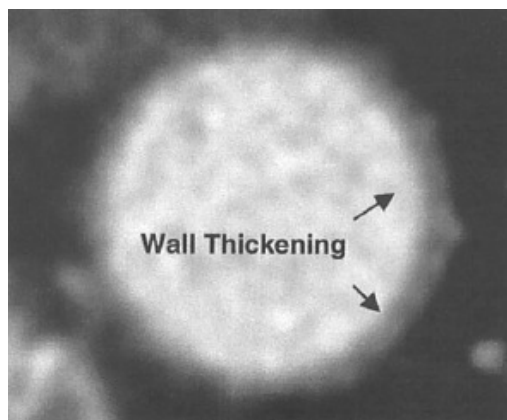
Mjerenje promjera i debljine stijenke abdominalne aorte (a) na kosom CT presjeku okomitom na stijenku aorte u razini polazišta donje mezenterijske arterije (b).
